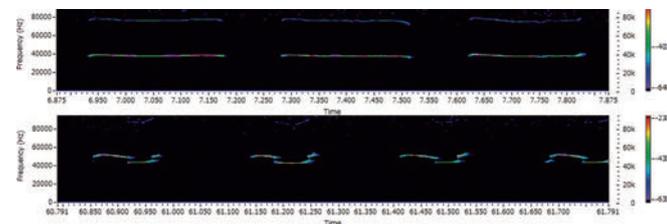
上は周波数一定型、下は周波数変調型の超音波発声
